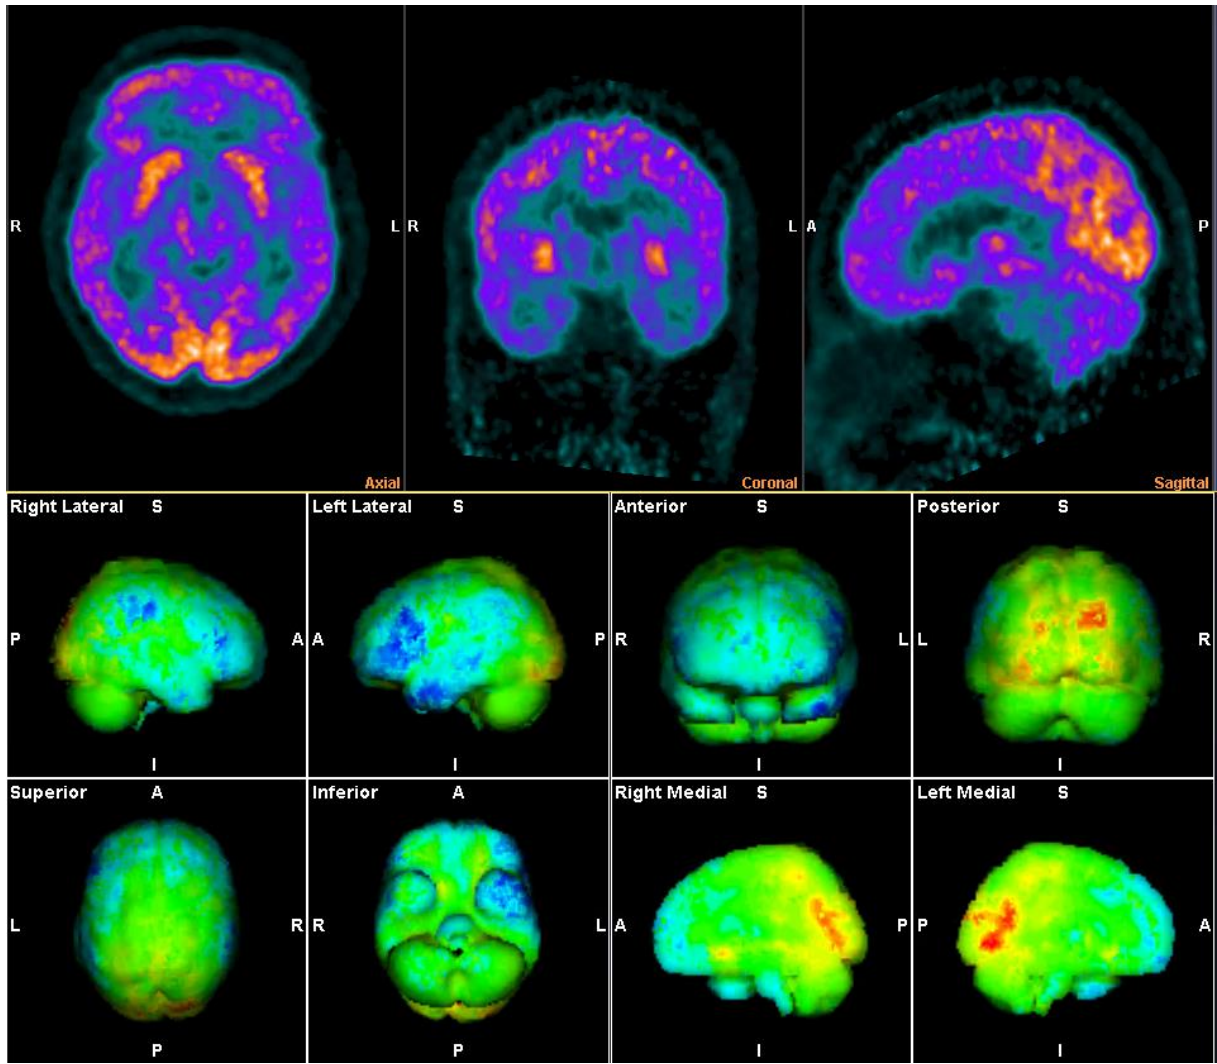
65 yaşında kontrol grubunda olan erkek hastamızın kesitsel ve 3 boyutlu beyin görüntüleri. Hastamızın sol akciğer alt lobda 3 cm boyutunda FDG tutulumu gösteren nodül mevcuttu. Nodülden alınan biyopsi raporu benign karakterde (hamartom) geldi. Yapılan takiplerinde nodül boyutunda artış saptanmadı. Tetkik öncesi ölçülen kan şekeri 107 mg/dL geldi.
